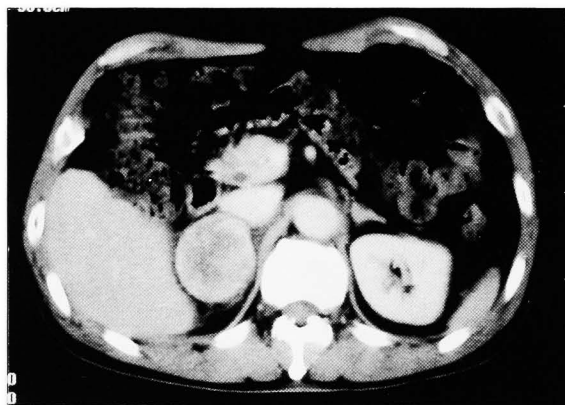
Enhanced computed tomography, Tumor (5 cm in diameter) in the right suprarenal space. The central part of the tumor showed a low density. The right renoportal lymph nodes were swollen. These findings strongly indicated primary adrenal carcinoma.
